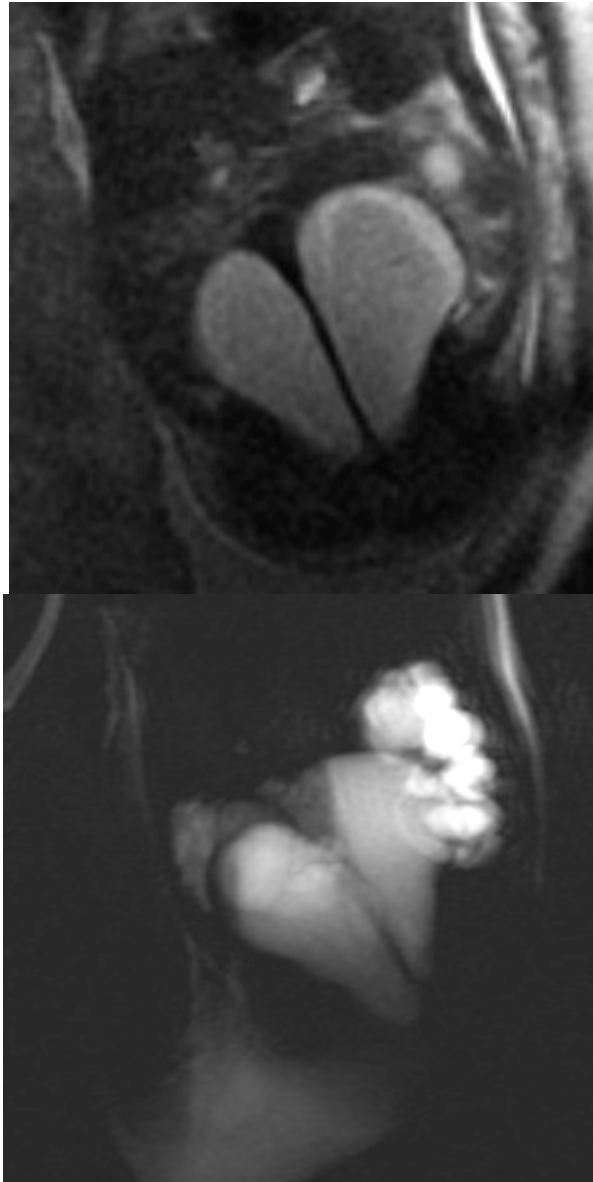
RMN (T2 SSFSE e Colangio-RMN): Anomalia del seno urogenitale (Utero bicorne) (29 settimane). Sezioni coronali.
